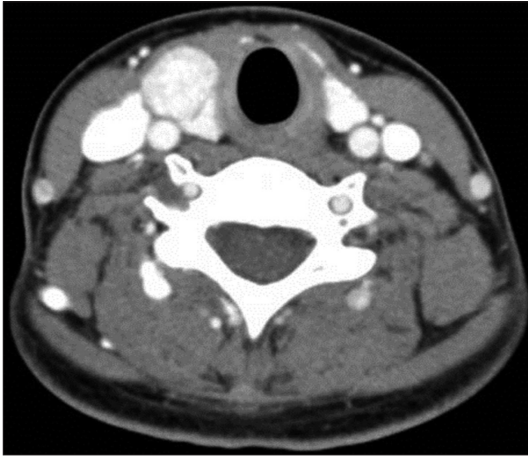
Neck CT reveals 2×2 cm sized heterogeneous and contrast enhanced mass is visible on right thyroid lobe.
